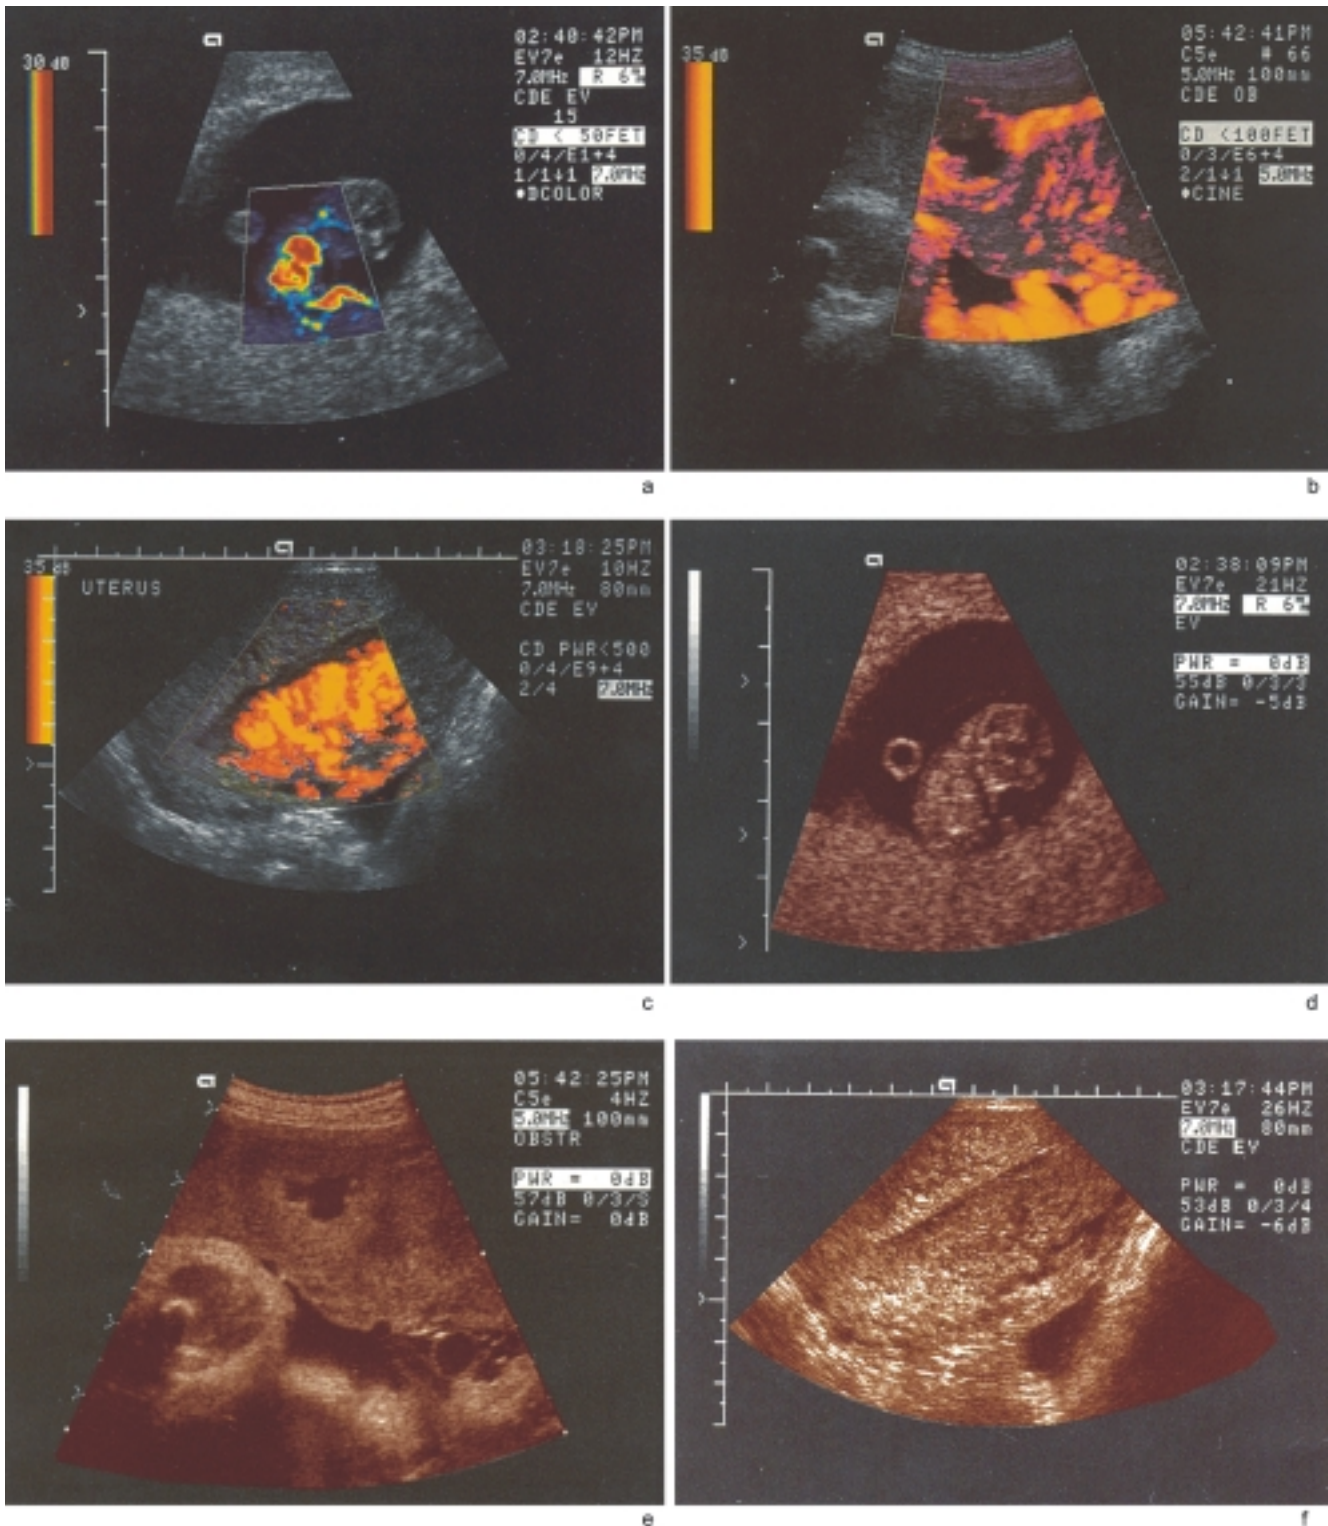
Ultrasonografía obstétrica: a) sistema circulatorio, mayor a las 9 semanas; incluye la circulación cerebral; b) evaluación fetal por Doppler a color; c) diagnóstico de embarazo molar; d) semana 9 del embarazo; e) placenta normal; f) arquitectura uterina.
